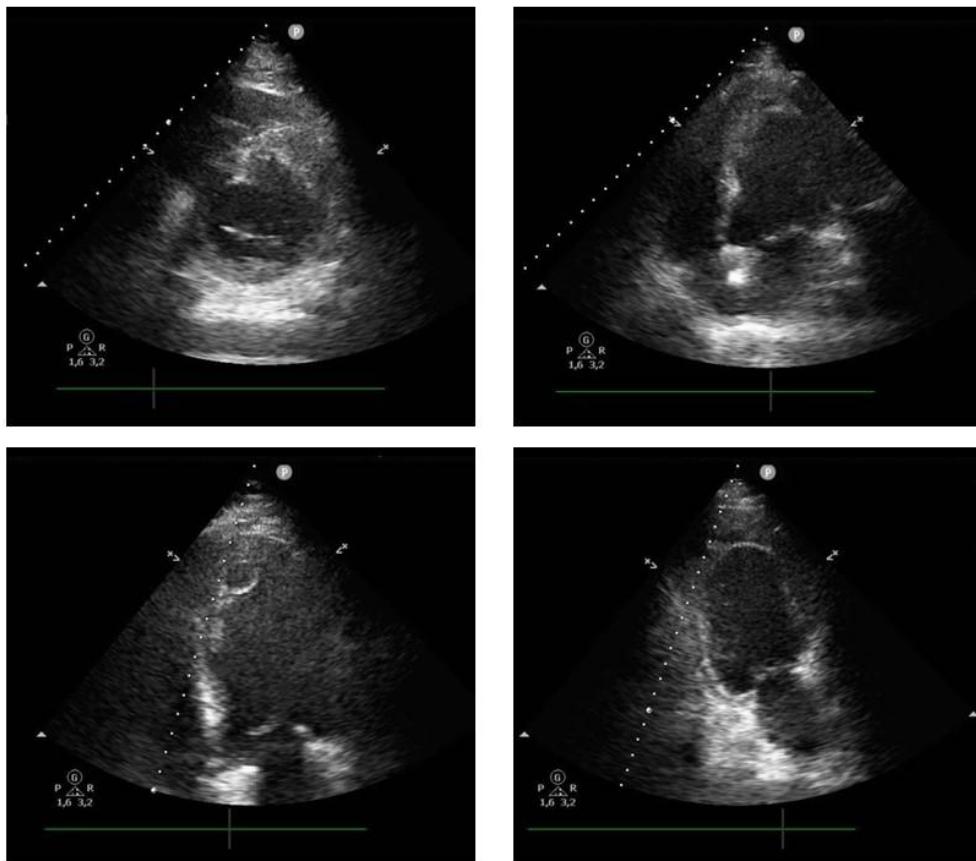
Ecocardiograma transtorácico. Arriba, eje corto y apical cuatro cámaras que muestran DSVI severa. Abajo, imagen septo-apical compatible con disección o rotura contenida.
